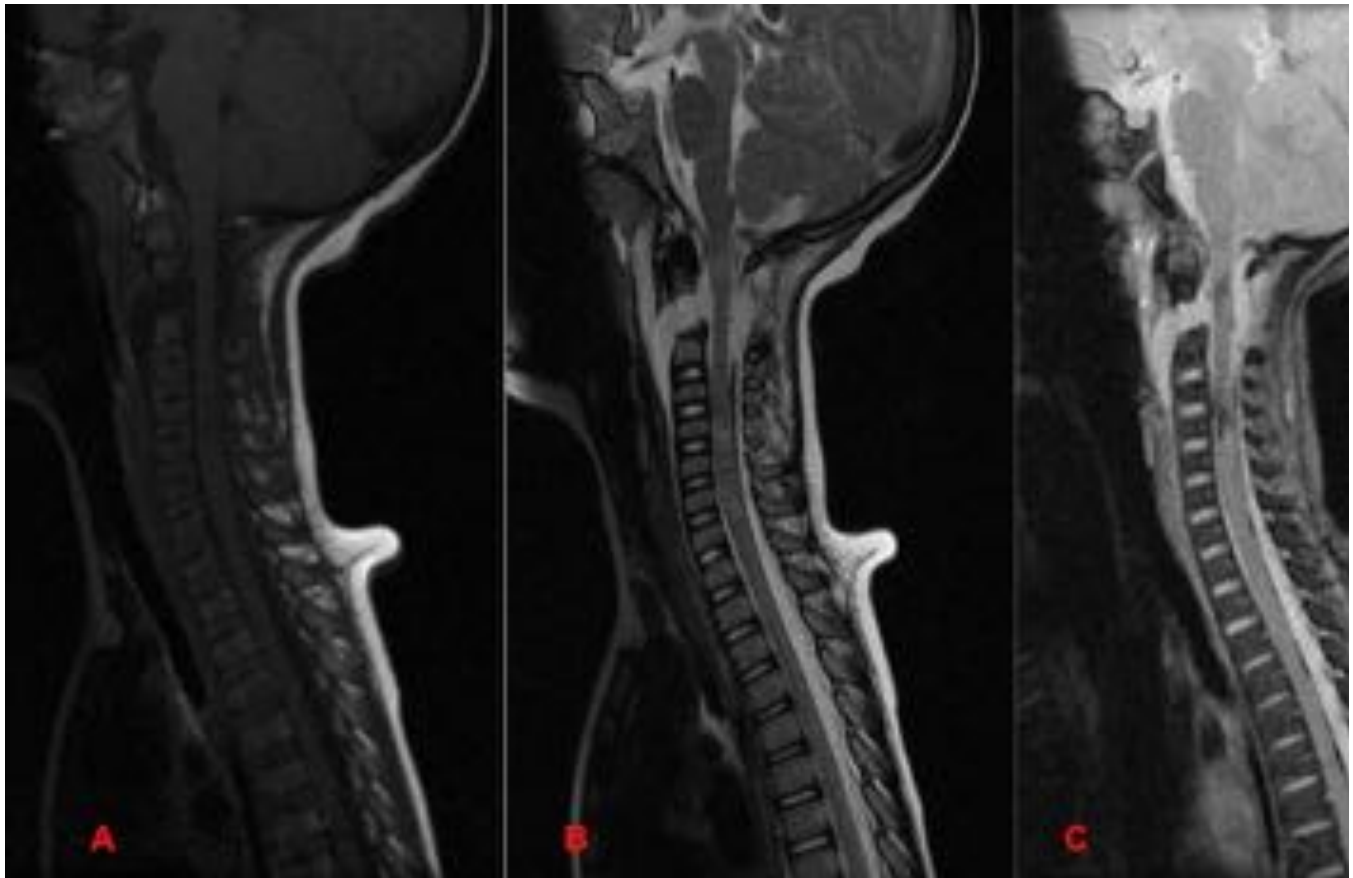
Niño de 2 años y medio tras accidente de tráfico. Imágenes de RM sagitales potenciadas en T1 (A), T2 FSE (B) y T2 eco de gradiente (C), donde se observa una fractura-avulsión tipo II de la odontoides, contusiones hemorrágicas medulares C1-C2 y C4-C5, con estiramiento del segmento comprendido entre ellas. Además hay laceración dural con formación de pseudomenigocele retrofaríngeo y nuchal.
